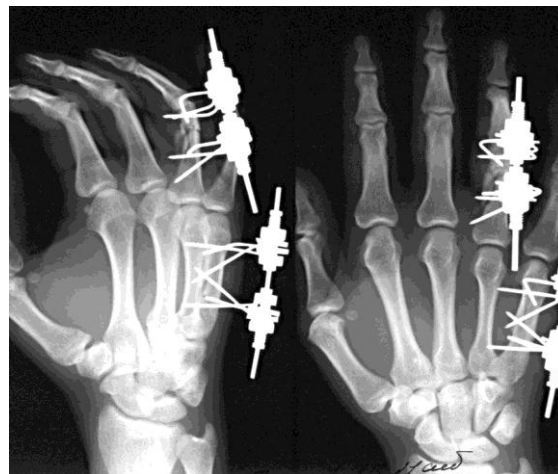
Рентгенограммы кисти больного Б., 21 года, через 14 дней после произведенного чрескостного остеосинтеза.
